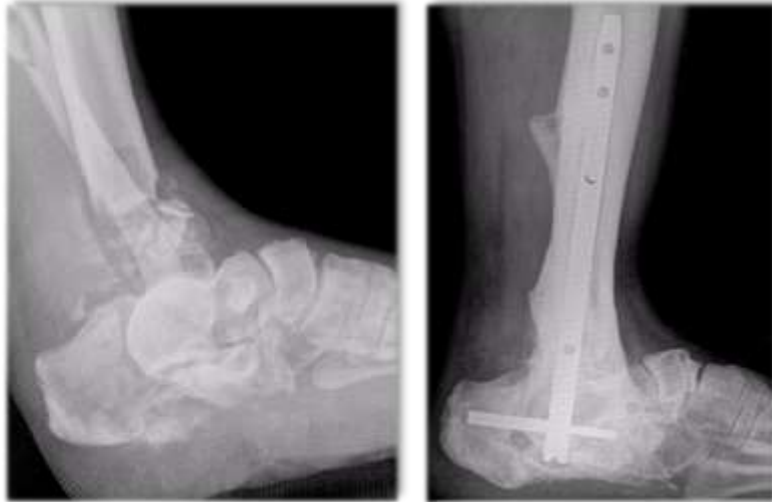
Fracture complexe touchant l'articulation talo-crurale et la sous-talienne avec contrôle radiographique à distance après enclouage rétrograde
